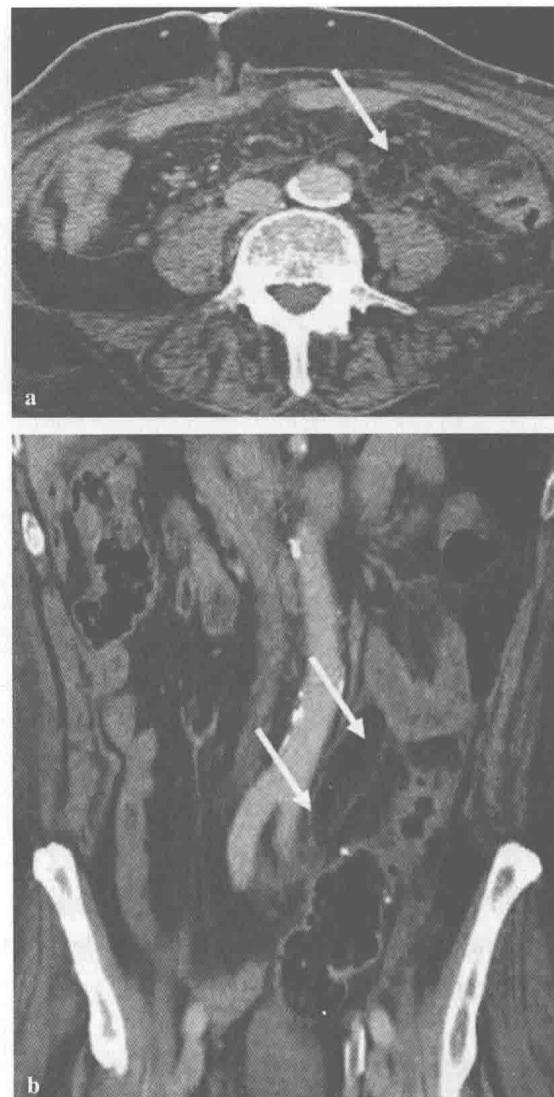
Surgicel。(a) 轴位和(b) 冠状位 CT。患者新近进行过乙状结肠切除术在松动脾曲时合并术中胰尾下方出血。应用 Surgicel 后成功止血(箭);但滞留的止血剂在术后影像检查上可酷似局灶性脓肿形成。有关应用止血剂的信息外科医生很少在 CT 检查前与放射科医生共享
